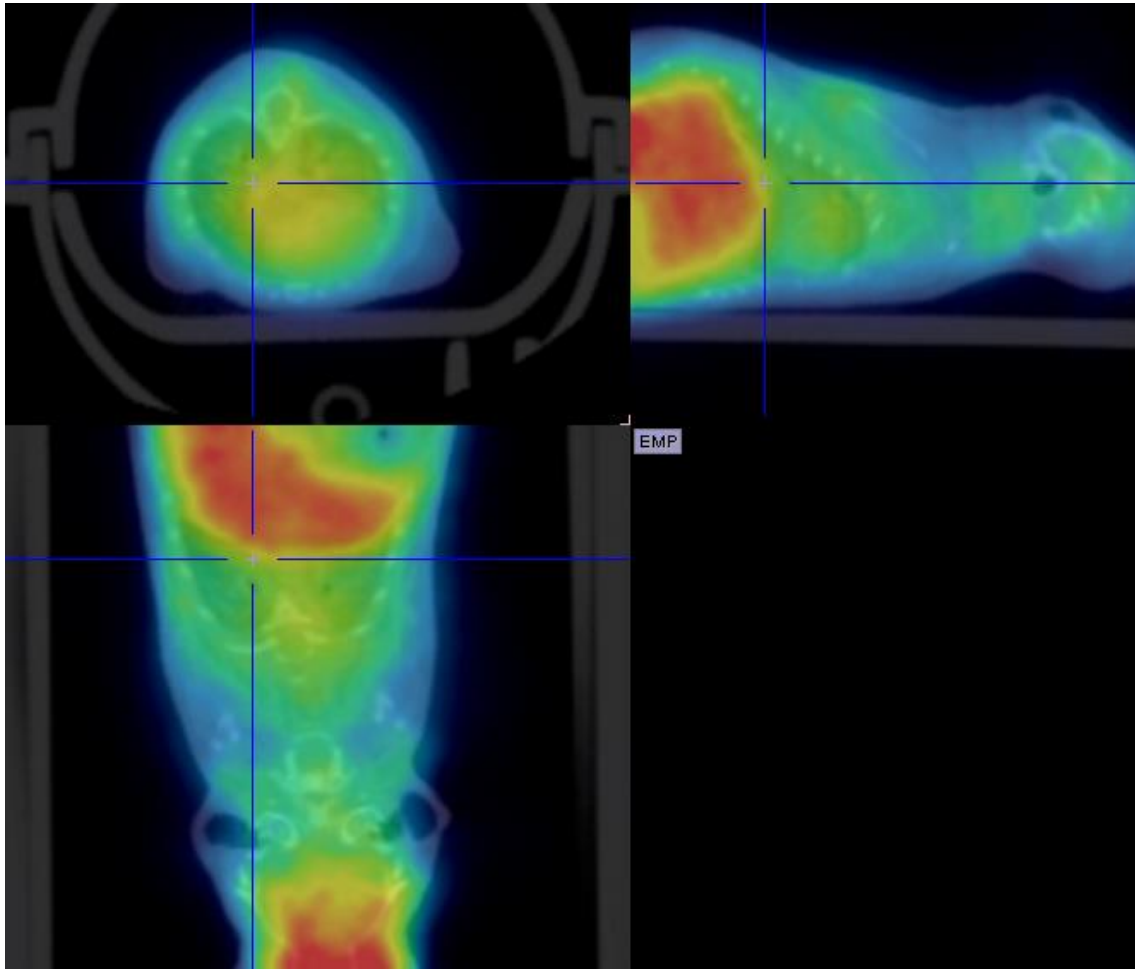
Imagen de los cortes axial, sagital y coronal de una sección de la reconstrucción de la información obtenida por la técnica PET de un sujeto control a día 104 del protocolo de inducción de la poliposis nasal.
